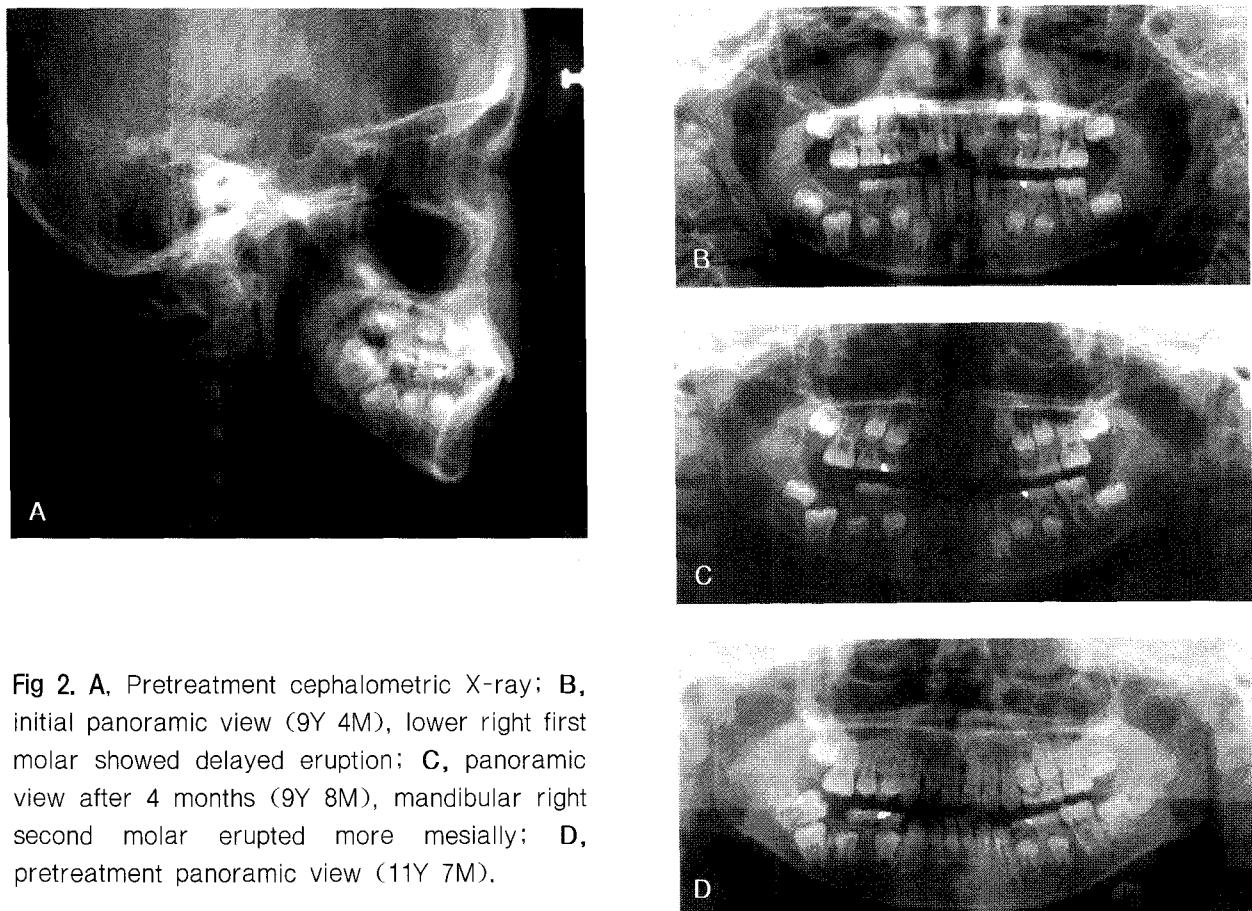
A, Pretreatment cephalometric X-ray; B, initial panoramic view (9Y 4M), lower right first molar showed delayed eruption; C, panoramic view after 4 months (9Y 8M), mandibular right second molar erupted more mesially; D, pretreatment panoramic view (11Y 7M).
